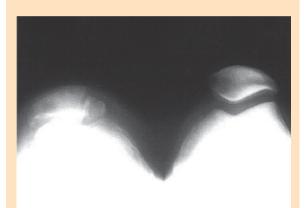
Radiografia axial a 30º de flexión
